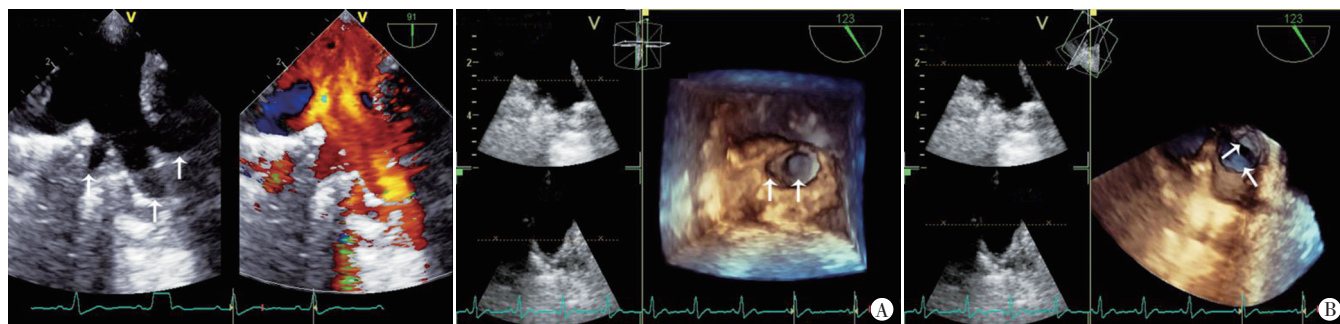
常规经食管超声心动图示3条肺静脉汇合为一个入口流入左房(箭头示) A:左上肺静脉主干及其左下方分支(箭头示); B:左上肺静脉主干及其左上方分支(箭头示)
